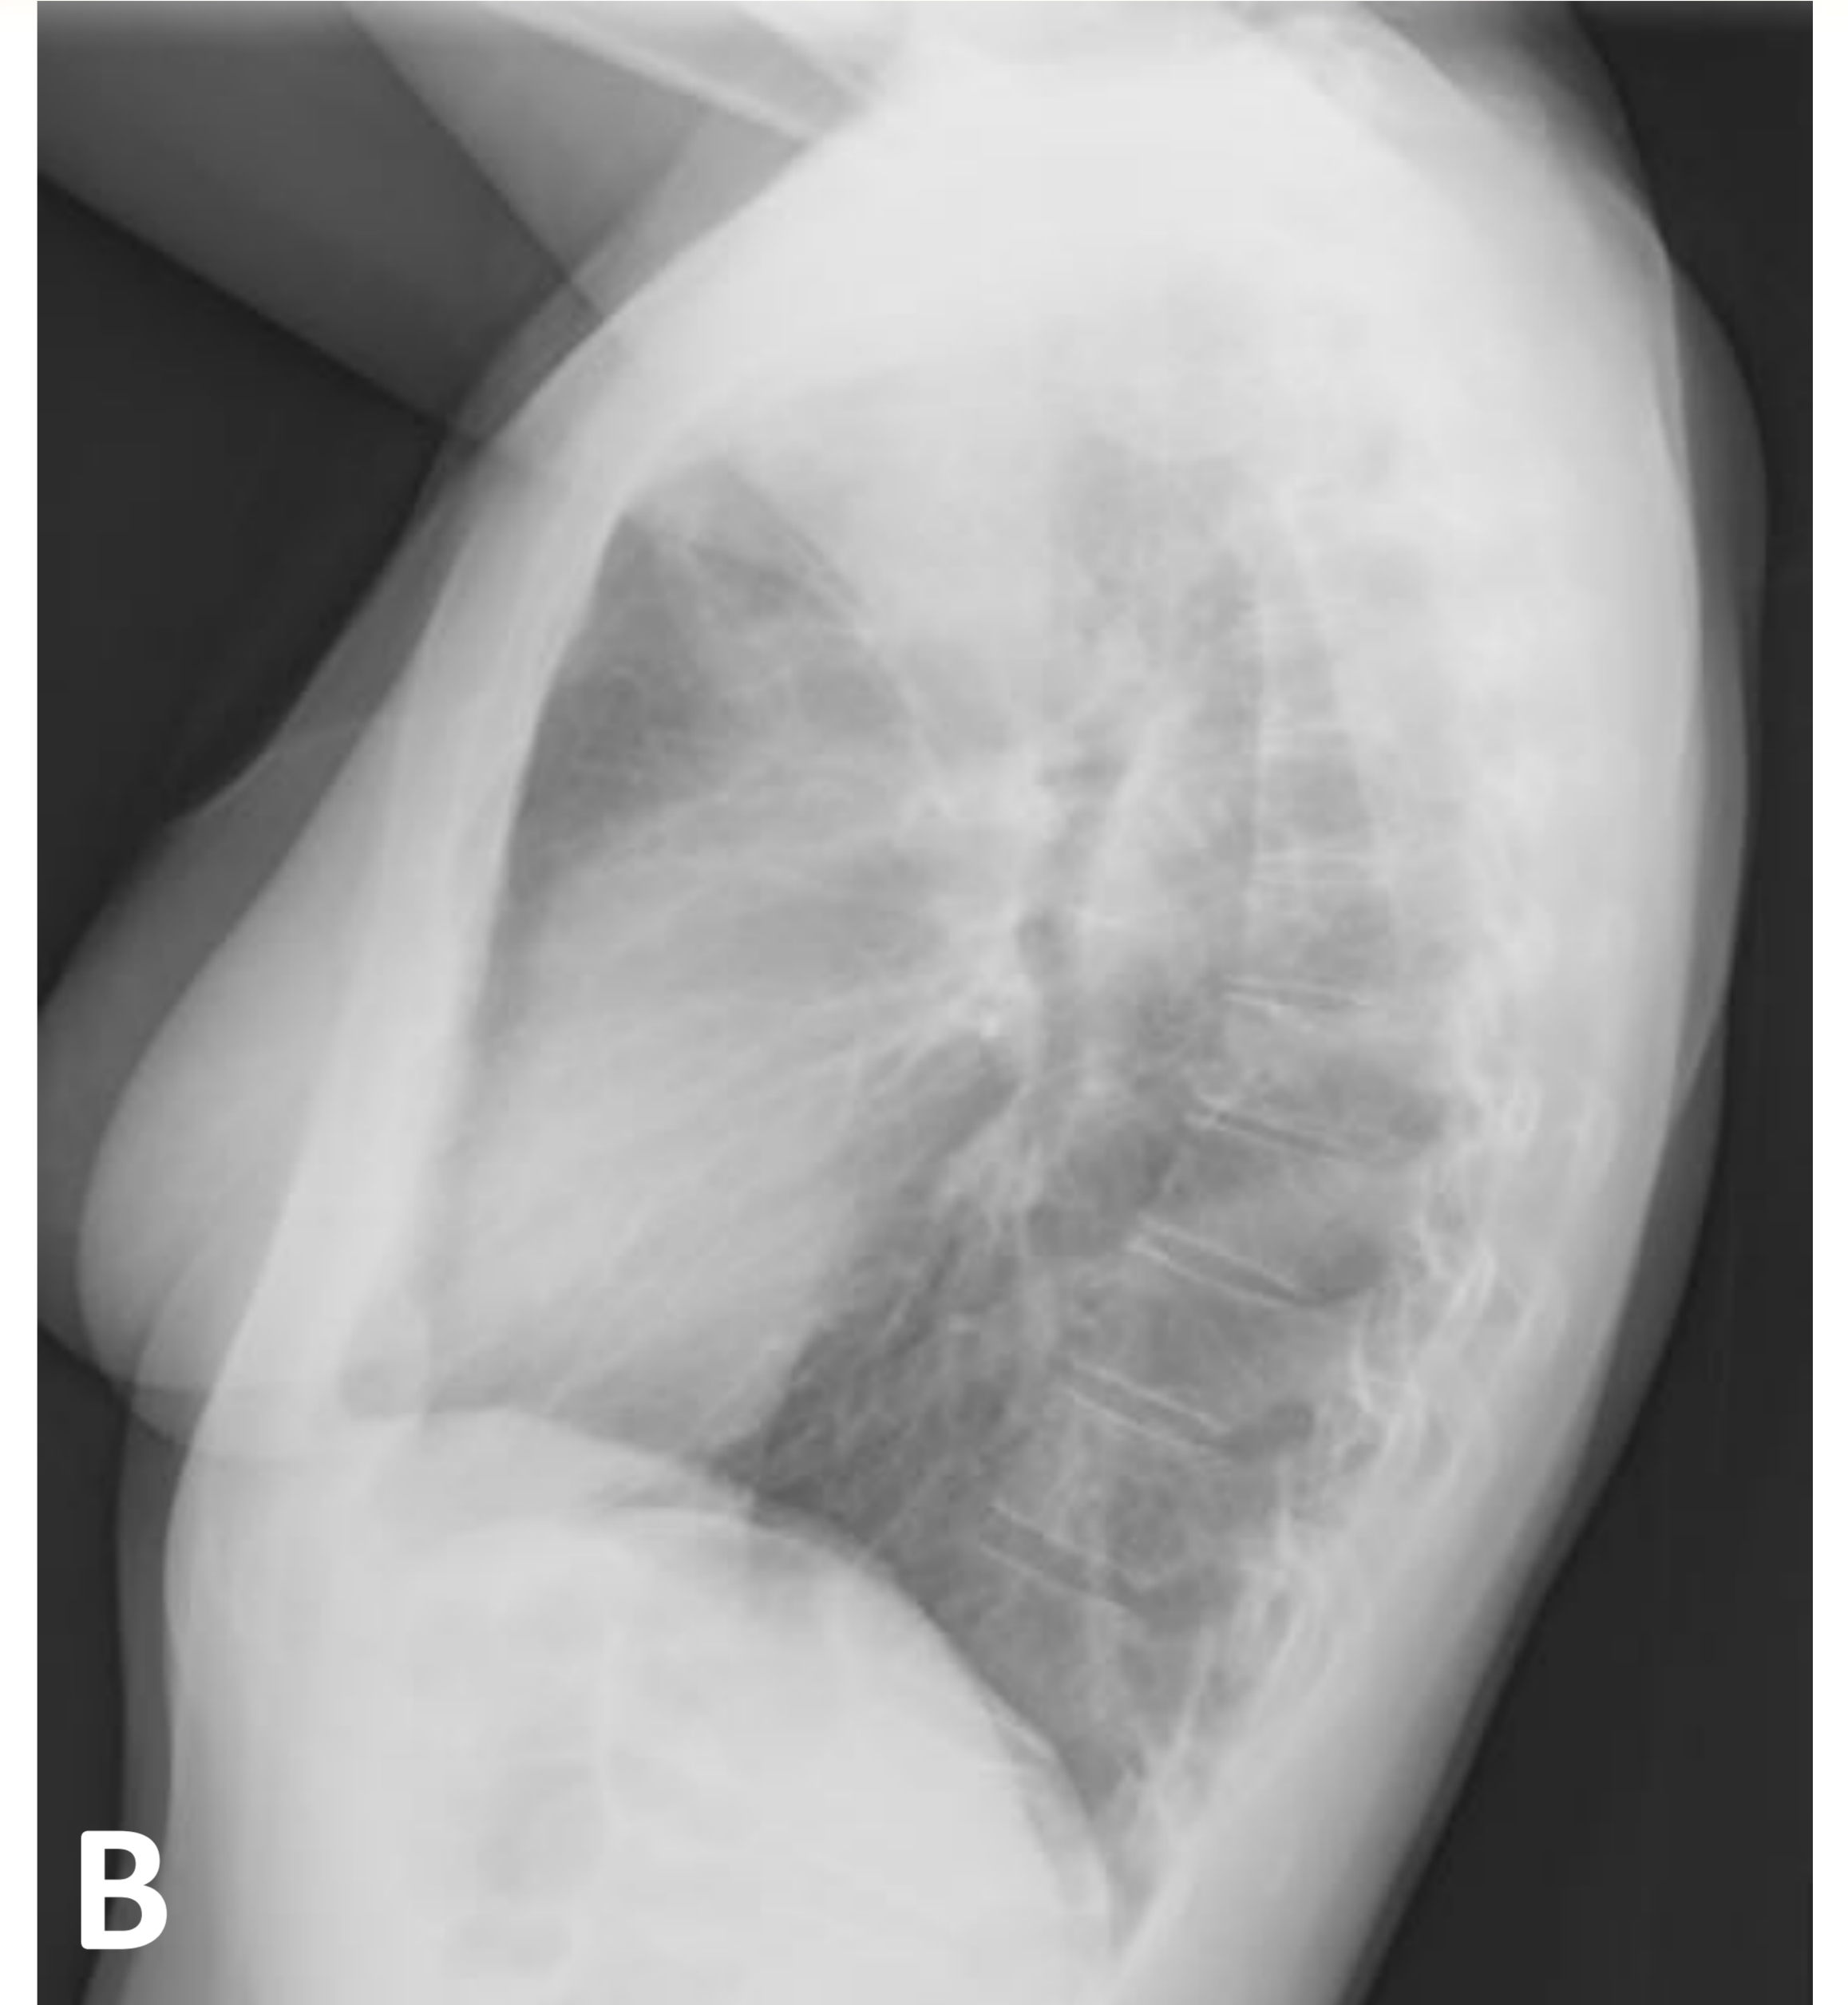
Derrame pericárdico . Mujer 48 años con carcinoma de mama estadio IV por afectación pulmonar. A) y B) Rx de tórax PA y lateral, C) y D) TC torácica ventana de mediastino axial y coronal y E) y F) ventana de pulmón axial y sagital al diagnóstico. Masa de partes blandas central hiliar derecha y nódulo grande periférico en segmento posterior del lóbulo superior derecho.
